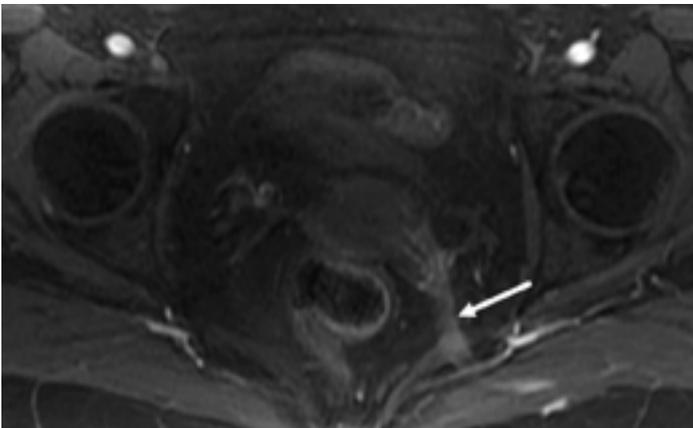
МРТ органов малого таза с внутривенным контрастированием. Режим T1 FatSat + C. Стрелкой отмечен сетчатый имплант.
